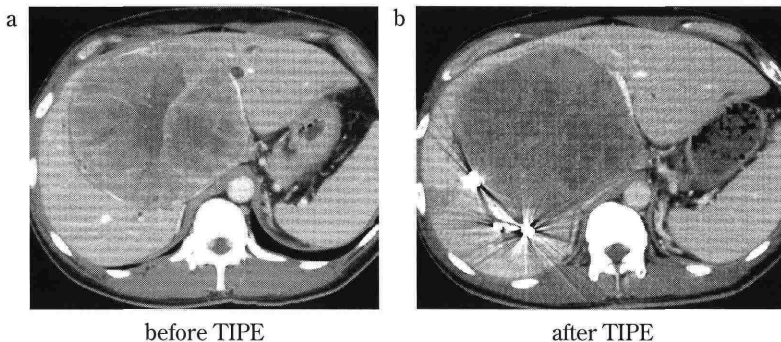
CT 10 days after TIPE showed no change of the volume of the left lobe of the liver.
